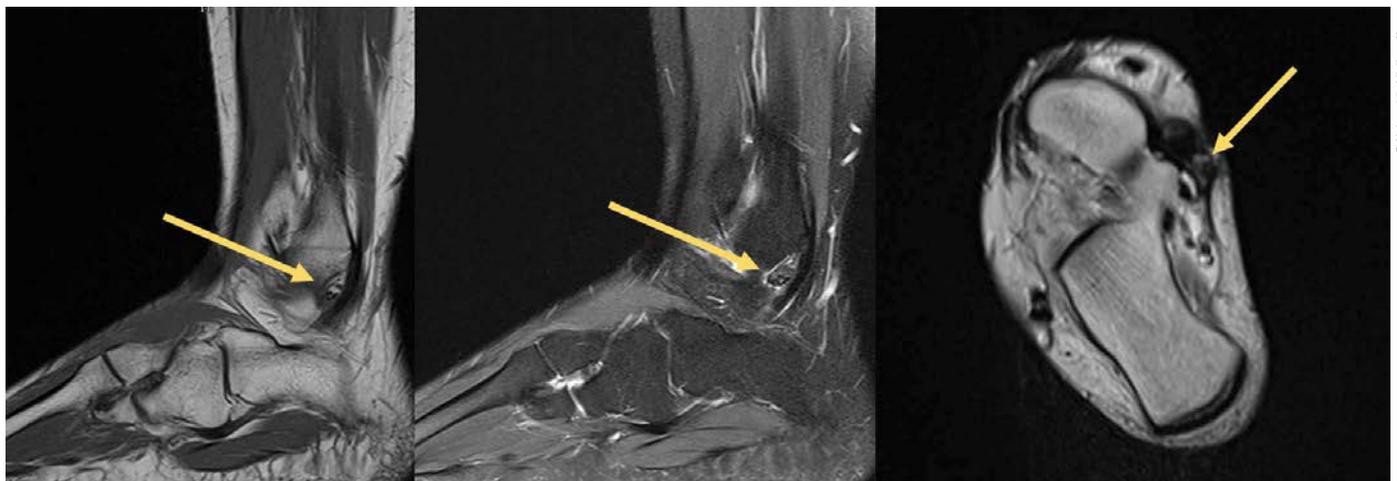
MRT eines tenosynovialen Riesenzelltumors (TSRZT) des Musculus tibialis posterior
